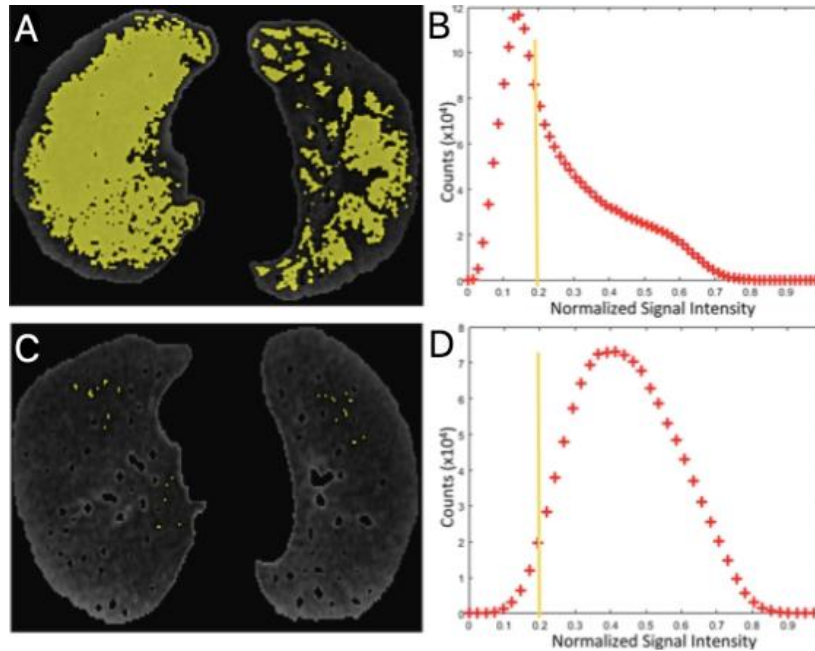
Exemples de la quantification des hyposignaux (%LSV_{0,20}). Source : *Benlala I, Berger P, Girodet P-O, et al (2019) Automated Volumetric Quantification of Emphysema Severity by Using Ultrashort Echo Time MRI: Validation in Participants with Chronic Obstructive Pulmonary Disease. Radiology*
